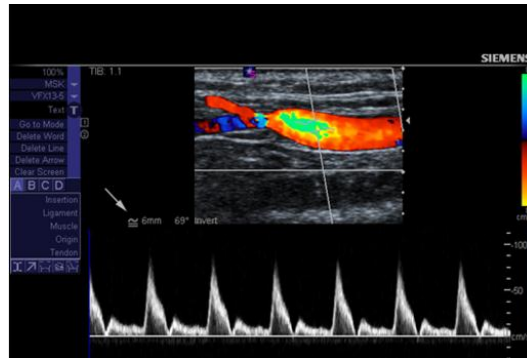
Exemplo de Imagem Modo Doppler
